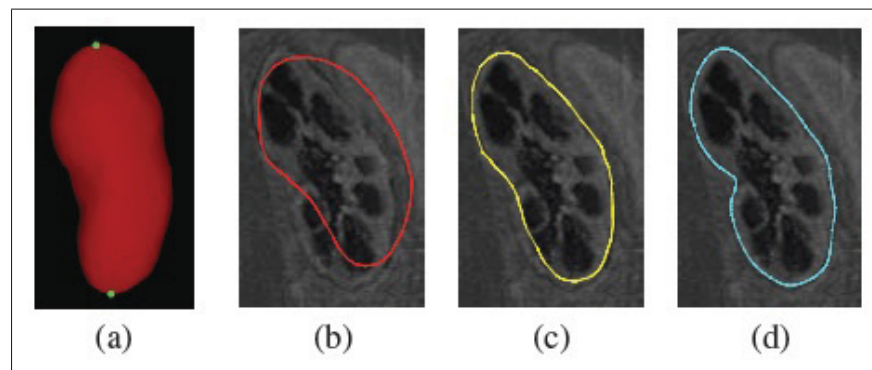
Méthode de segmentation 3D proposée : a) Forme a priori avec des poignées prédéfinies. b) Forme a priori initialisée à l'intérieur des données IRM. c) Capsule pré-personnalisée par une déformation hiérarchique. d) Capsule segmentée par anamorphose.
